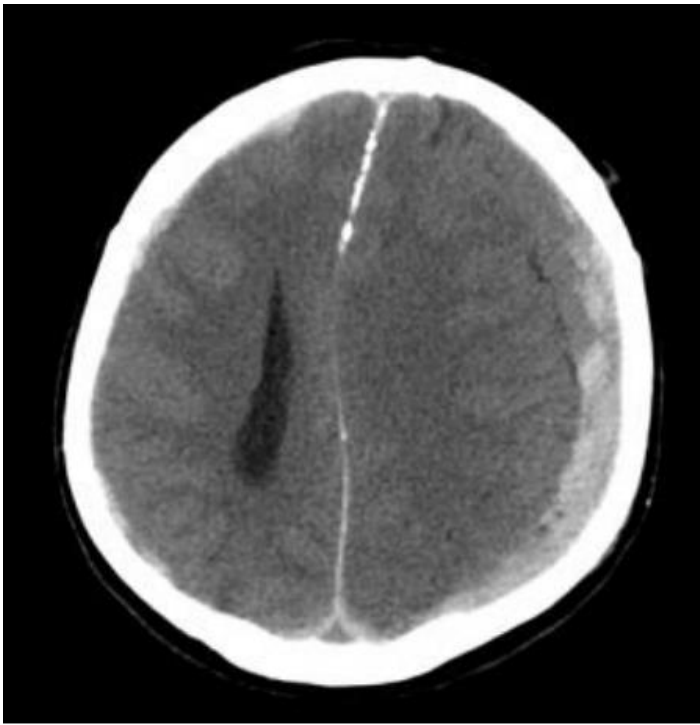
КТ-признаки СДГ левой височно-теменной области
